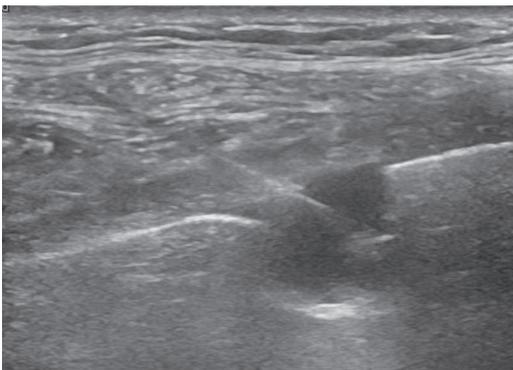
Biópsia do nódulo por ecografia, com visualização do trajeto da agulha na parede torácica e na lesão.
